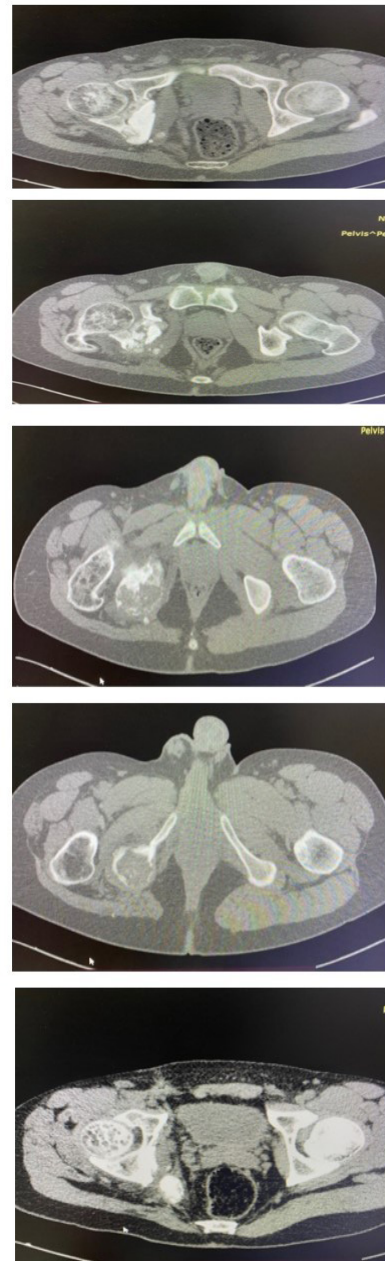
Компьютерная томография пациента, февраль 2022 года
